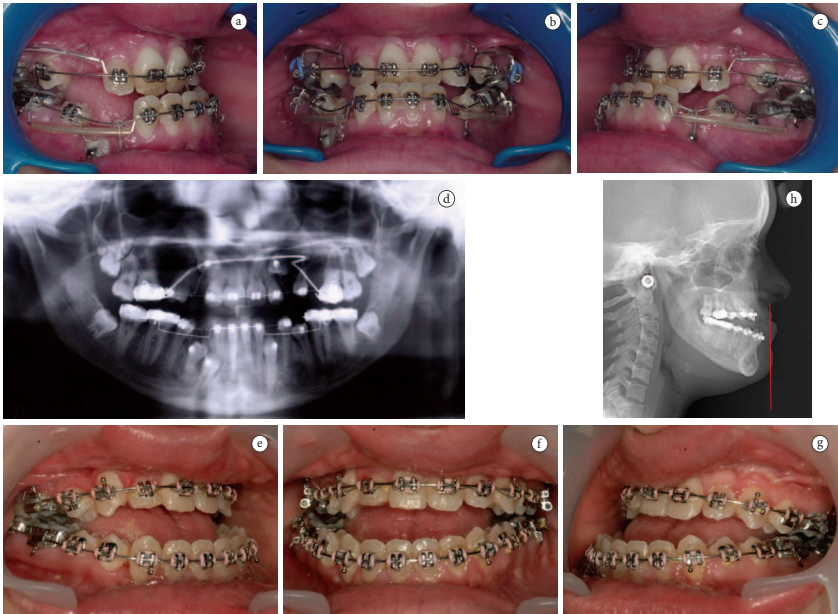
a-h) Presurgical radiographs and photos.
